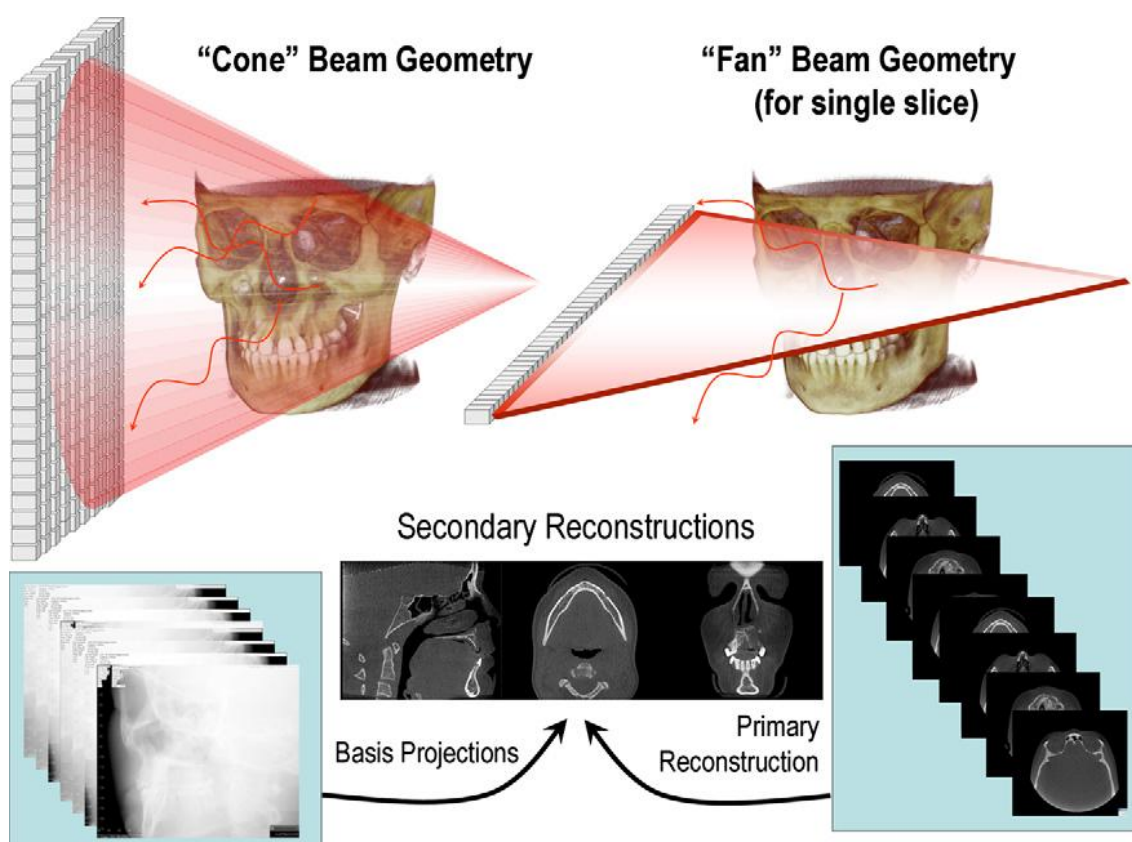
Técnica de projecção do feixe de raio-x comparando a geometria de aquisição do feixe convencional ou em forma de leque (direita) e do feixe cônico (esquerda) e imagem resultante produzida. (Scarfe WC. What is Cone-Beam CT and How Does it Work? The Dental Clinics of North America. 2008;52:24.)
